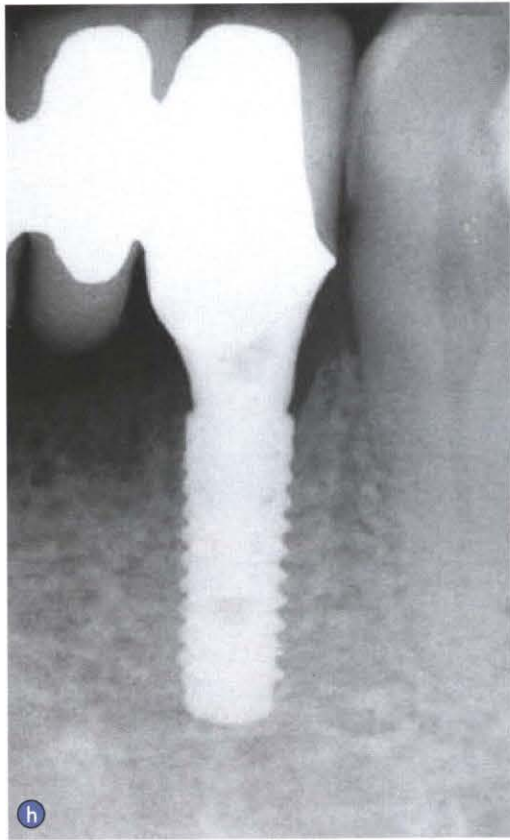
病例3。a.下颌切牙显示严重的牙周病需要拔除,右侧中切牙牙根已被切除;b和c.在右侧切牙(b)和左侧切牙(c)区制作局部全厚层瓣即刻植入种植体;d.显示缩颈瓶型愈合基台恢复了患者术前健康的软组织形态并增加了软组织水平方向的厚度;e.二氧化锆全瓷固定义齿固定到钛基台上;f~h.种植1年后随访观察种植体外形(f)和X线片(g和h)表现
